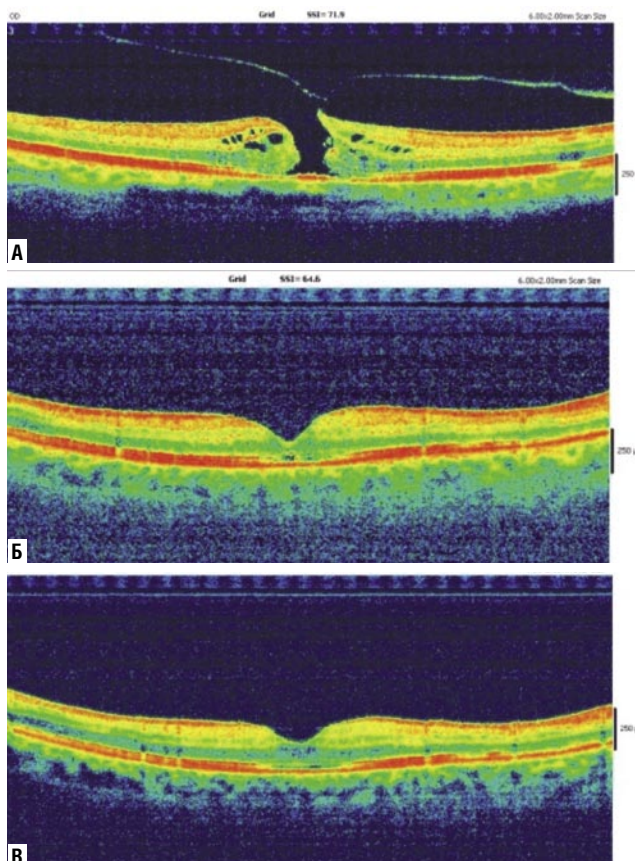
Динамика данных оптической когерентной томографии у пациента 2-й группы. Примечание: А – до операции, Б – 7-е сутки после операции, В - 30-е сутки после операции.
